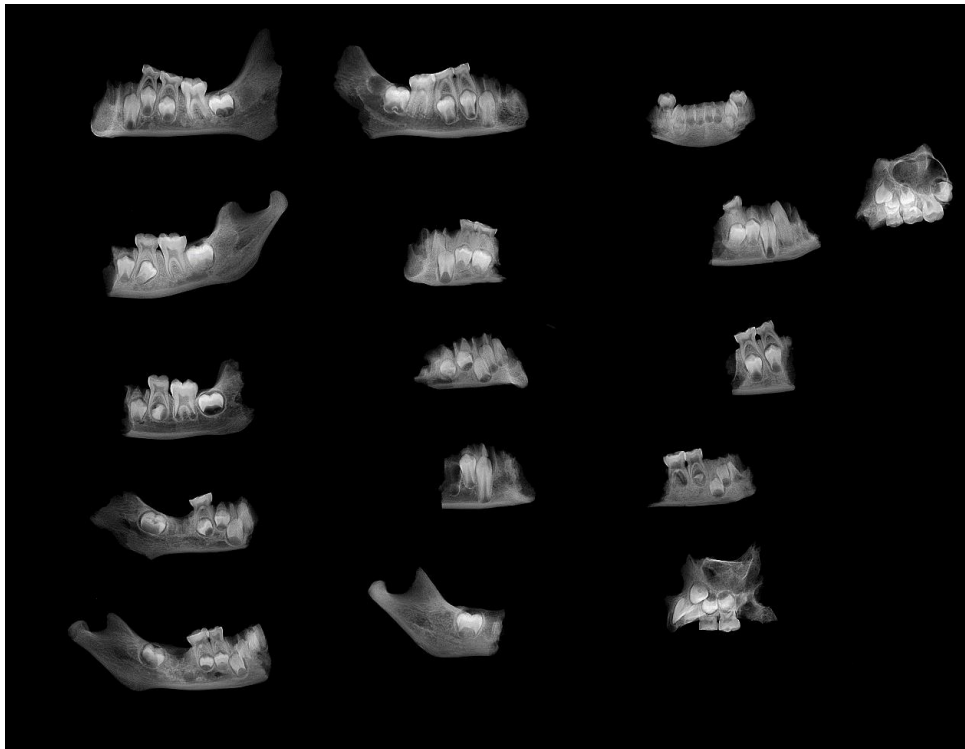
3. radiographie 2D (©Garin Cael, Royal Museum for Central Africa)
